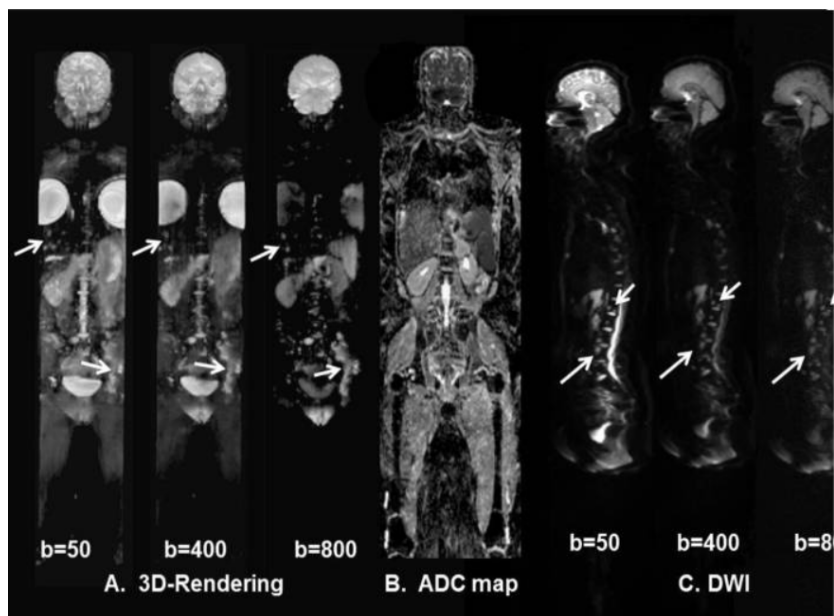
Demonstração do WB-DWI em paciente feminina de 46 anos com câncer de mama metastático. A.) Visualização tridimensional de lesões metastáticas utilizando diferentes valores de b do DWI. Existem alterações progressivas na intensidade do sinal DWI nos locais metastáticos (setas brancas) da pelve esquerda, coluna dorsal, lombar e fígado. B.) Um mapa ADC coronal através da secção média do paciente. C.) Diferentes valores b de imagens sagitais WB-DWI da coluna vertebral mostrando múltiplas regiões metastáticas.
